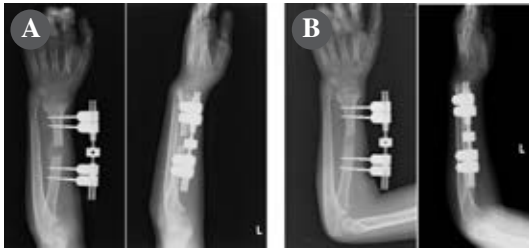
A) Valutazione radiografica 30 giorni post-operatori; B) Controllo radiografico a 3 mesi dall'intervento.
